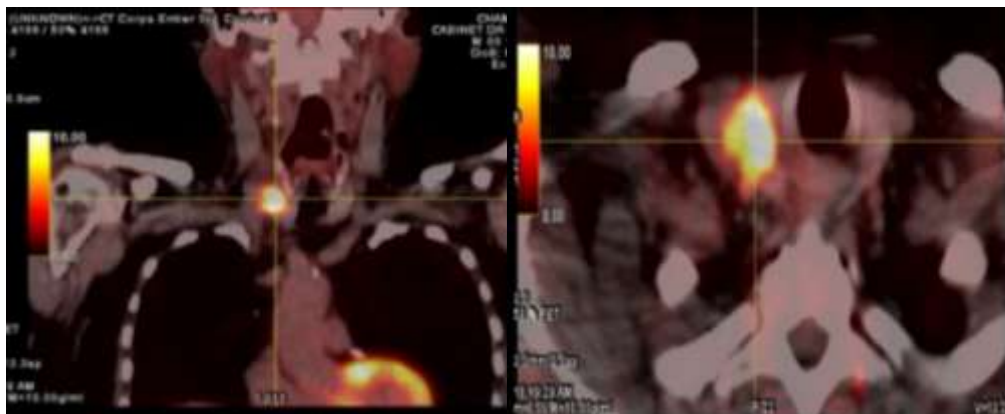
PET-CT scan objectivant un nodule thyroïdien lobaire droit hypermétabolique de 4.55 cm³ mesurant 20mm
